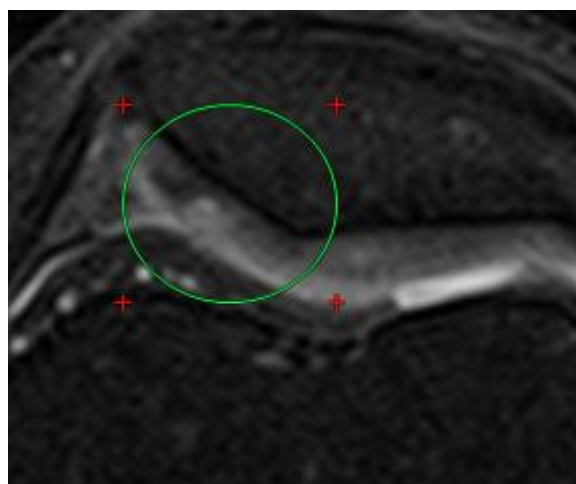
I степень при артроскопической визуализации (А) и на МРТ (Б)
